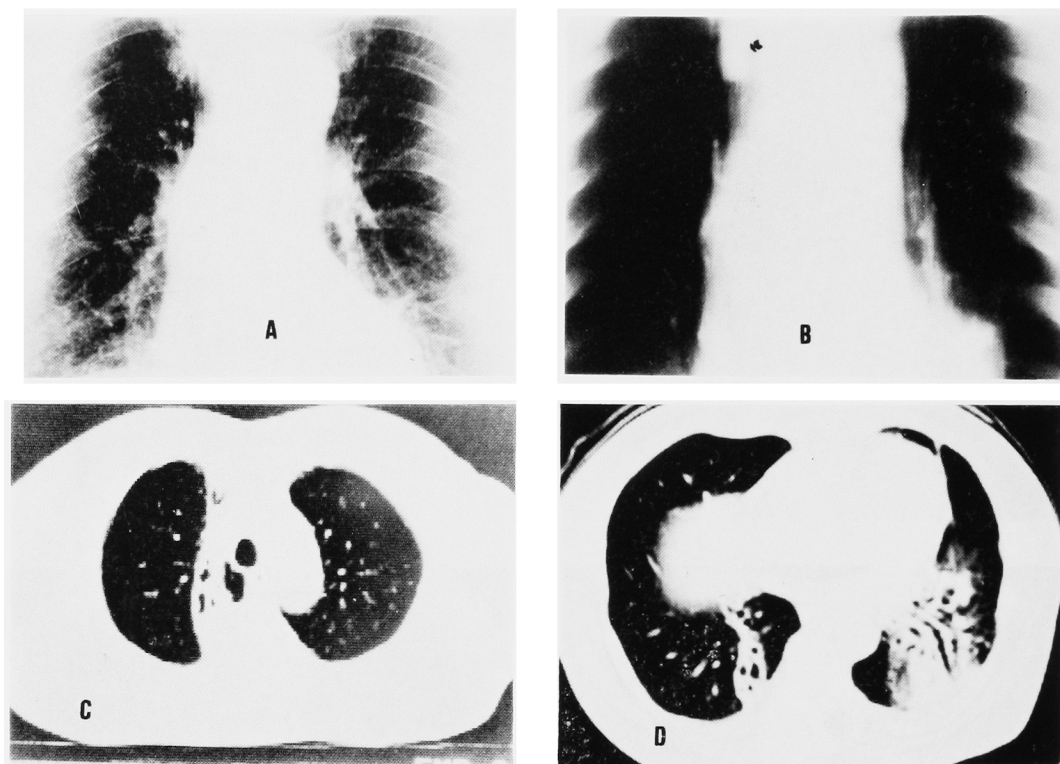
Five months after anticancer therapy, mainly irradiation, to the recurrence of pulmonary metastases, three were replaced by fibrous change and one was remained without enlargement in the right pulmonary apex. (A: Chest x-ray, B: Tomogram reveals remained metastatic lesion [arrow], C and D: Chest CT demonstrates three recurrent metastases were replaced by fibrous change.)
